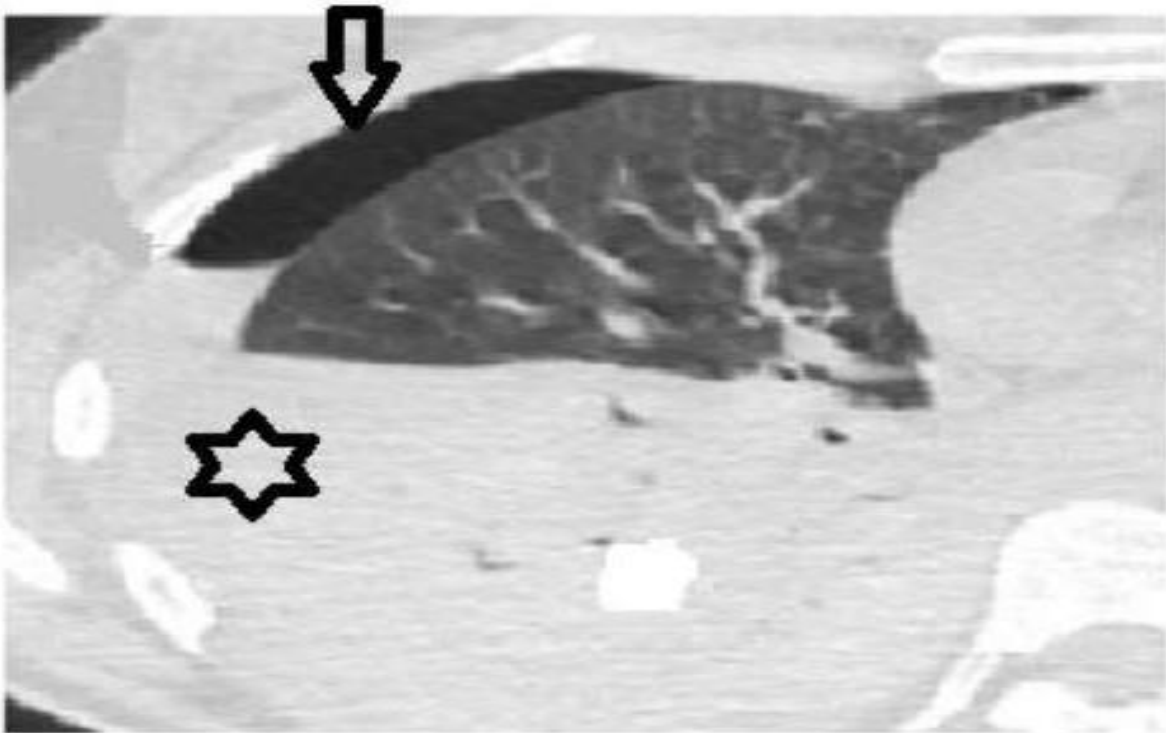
TDM thoracique, coupe axiale en fenêtrage pulmonaire montrant un hémopneumothorax [24].
